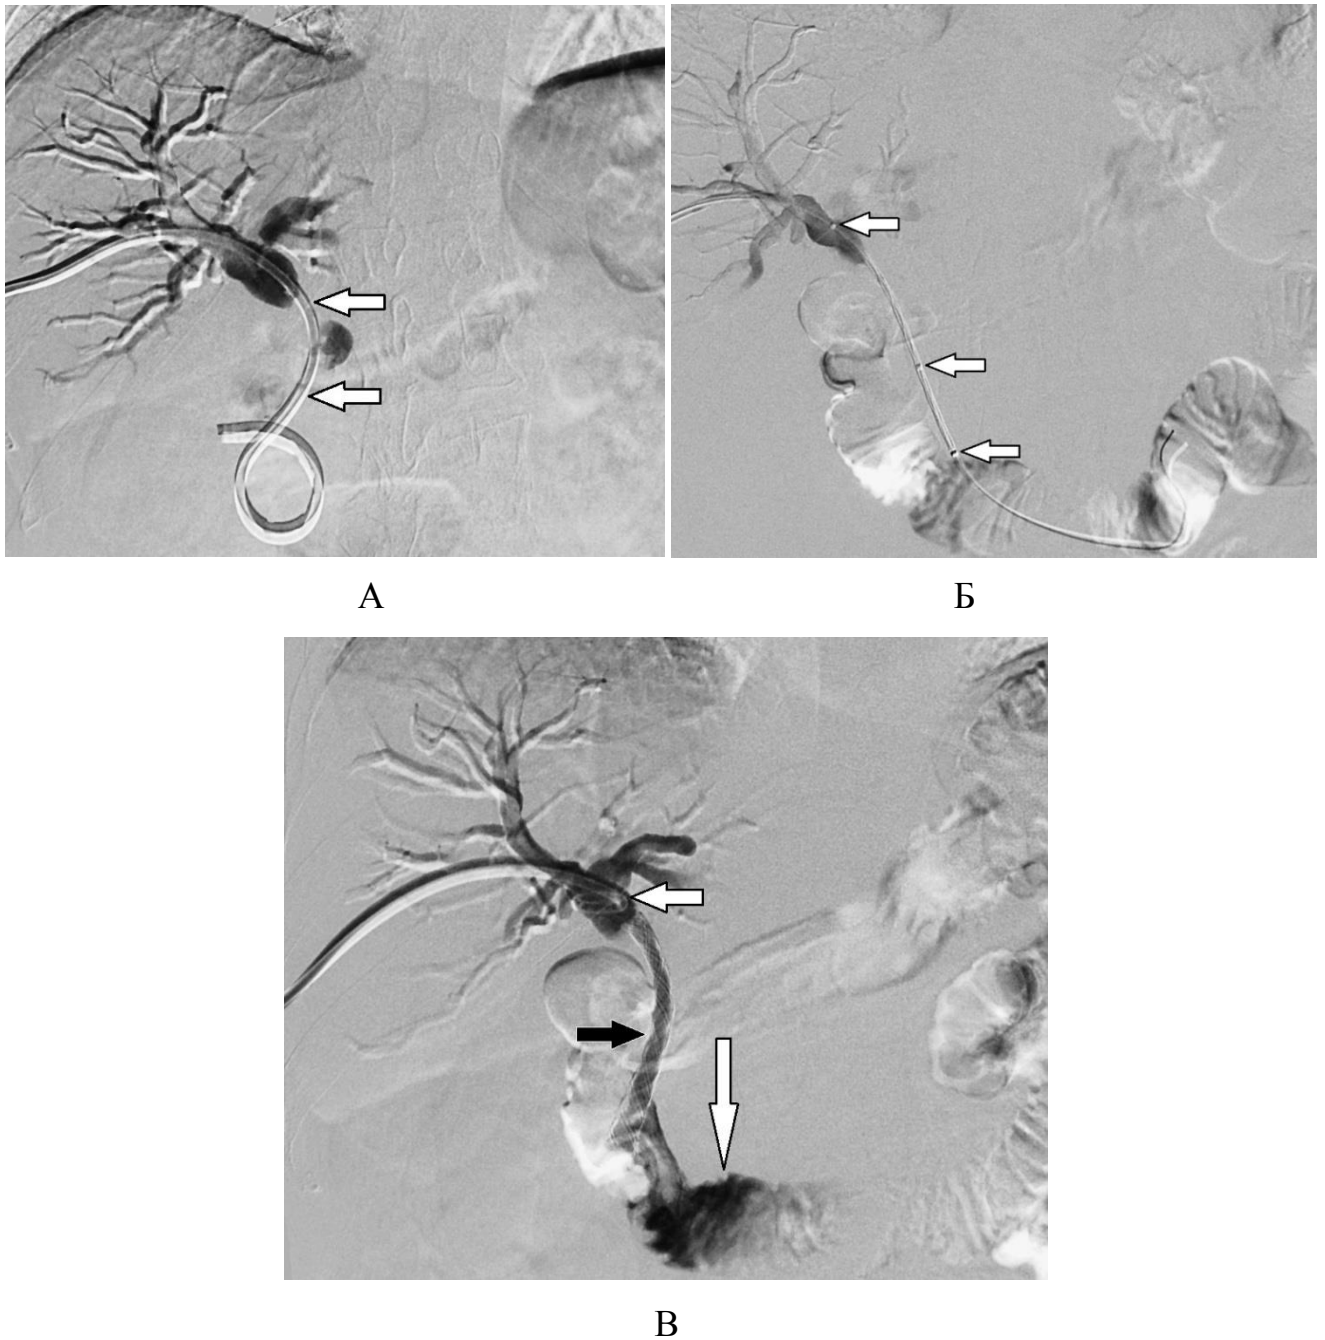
Рентгенограммы больной С., 55 лет, механическая желтуха, вызванная раком головки поджелудочной железы.
